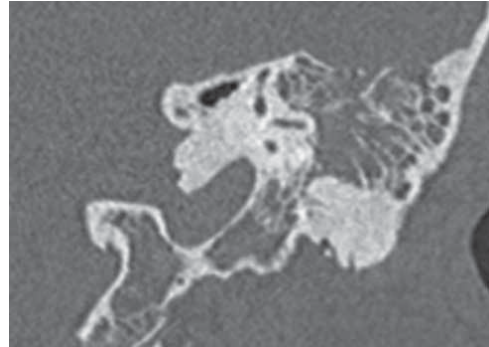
Спиральная компьютерная томография височных костей пациентки 56 лет с гемангиомой левой височной кости, коронарная проекция. Опухоль распространяется в клетки сосцевидного отростка
